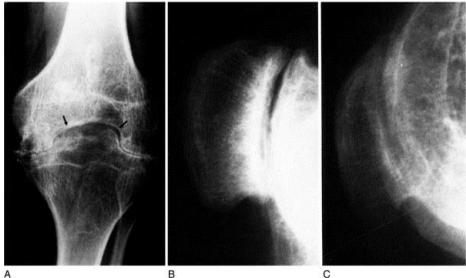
Radiographic changes of hemophilia
